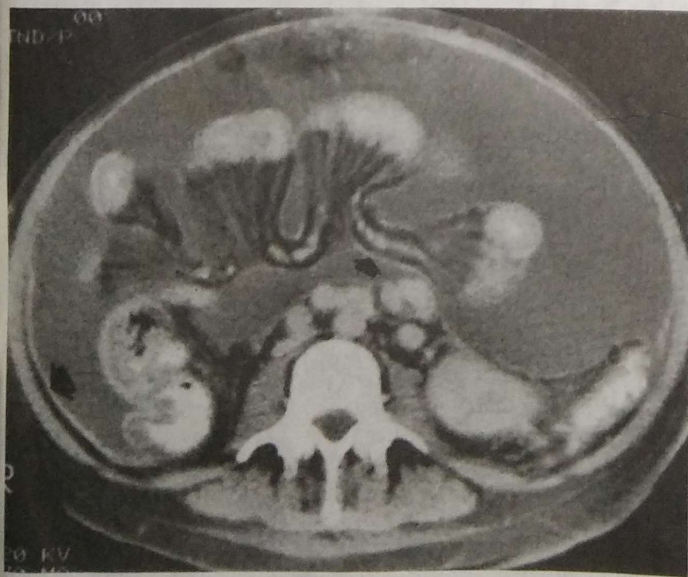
Peritonitis. La tomografía computadorizada muestra engrosamiento inflamatorio del peritoneo parietal (flecha grande) y visceral (flecha pequeña). El líquido ascítico tiene una gran densidad, característica de la peritonitis.
